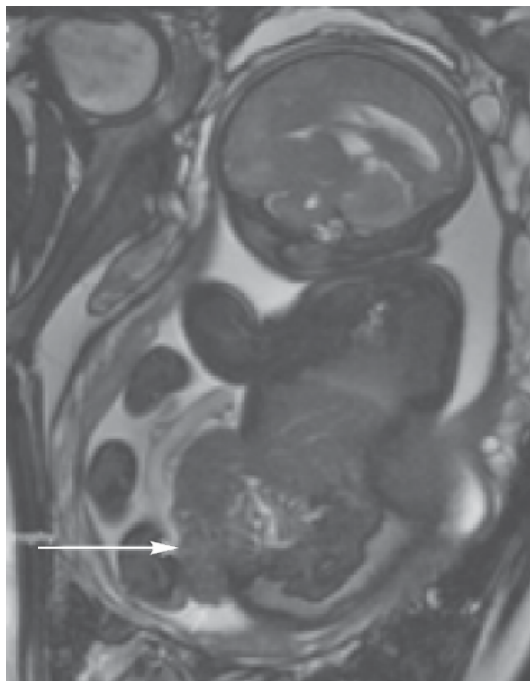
Магнітна резонансна томографія плода з екстрофією клоаки.
